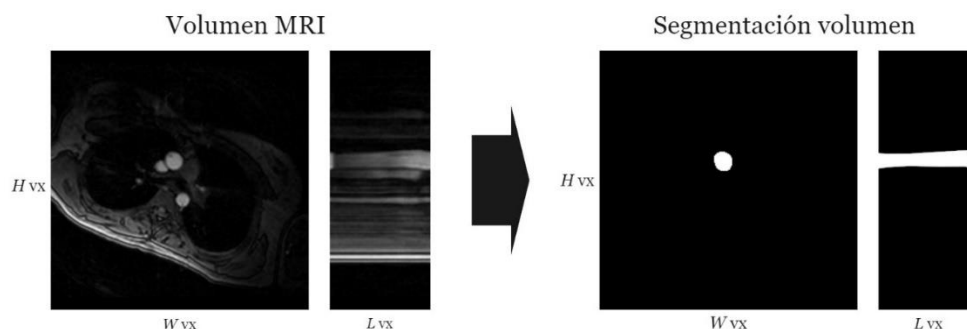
Segmentación de la aorta ascendente para un volumen MRI con dimensiones $L \times W \times H$. Se presenta la vista frontal del volumen junto con un corte sagital en el índice 124. Fuente: Elaboración Propia.
